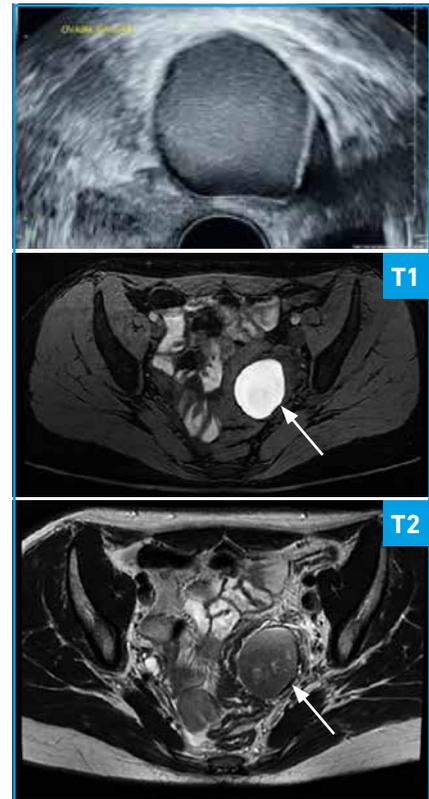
Endométriome (de haut en bas) en échographie, en IRM séquence T1 et T2.
